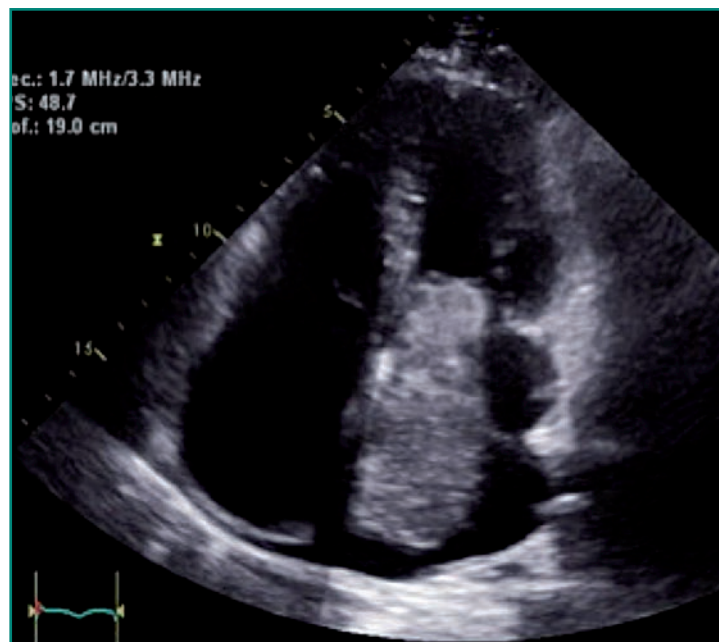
Ecocardiografía transtorácica en la que se evidencia un mixoma auricular izquierdo.
